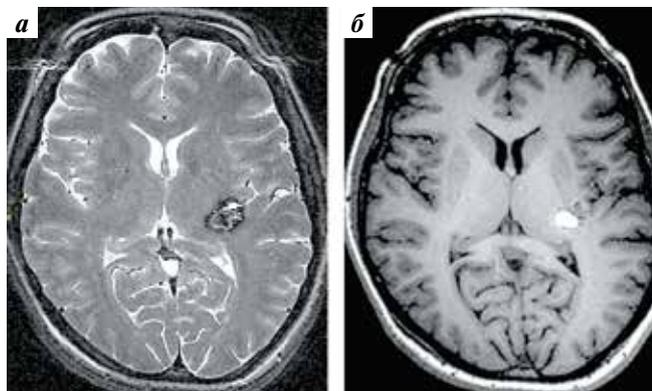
Магнитно-резонансные томограммы головного мозга для стереотаксического наведения: T2-взвешенное (а) и T1-взвешенное (б) изображения в аксиальной проекции. Кавернозная мальформация в структуре базальных ядер левого полушария головного мозга
